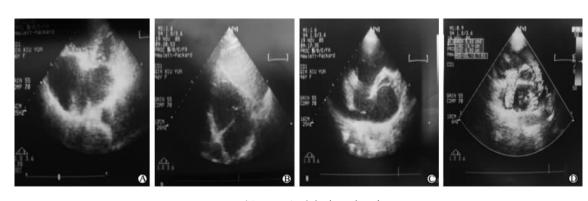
1例 UCSS 经胸超声心动图表现 Fig 1 TTE images of UCSS in 1 patient
